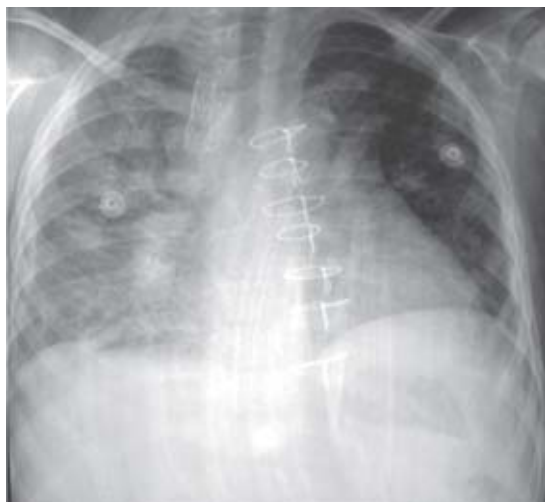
Radiografía de tórax: se observa cardiomegalia y opacidades retículo nodulares en todo el campo pulmonar derecho, con predominio en región basal interna, y broncograma aéreo.
